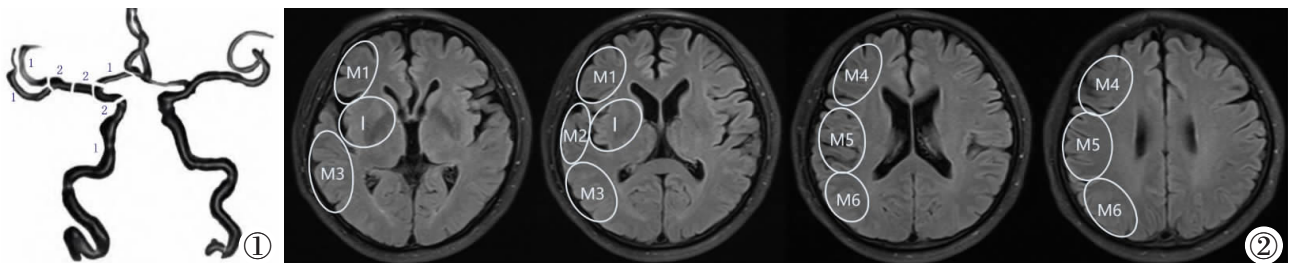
血栓负荷评分。图 2 FVH-ASPECTS 评分。
